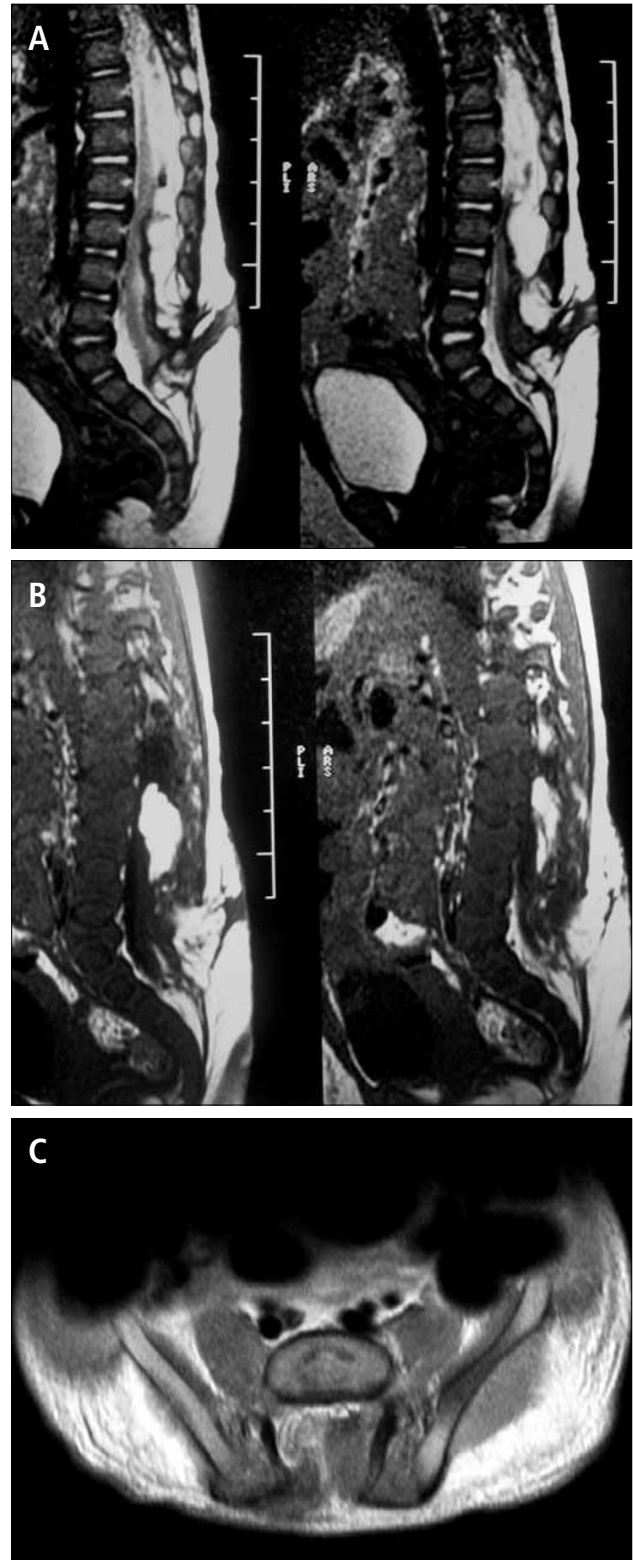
Cortes sagitales de RM de columna lumbar ponderados en secuencias T2 (A) y T1 (B) que muestran anclaje de la médula espinal a la porción posterior y más caudal del canal raquídeo, asociado a la presencia de masa que ocupa el defecto óseo, que es parcialmente hiperintensa en ambas secuencias por su naturaleza lipomatosa. El corte transversal (C) demuestra que esta masa contacta la médula adyacente, determinando tracción caudal de ésta.
